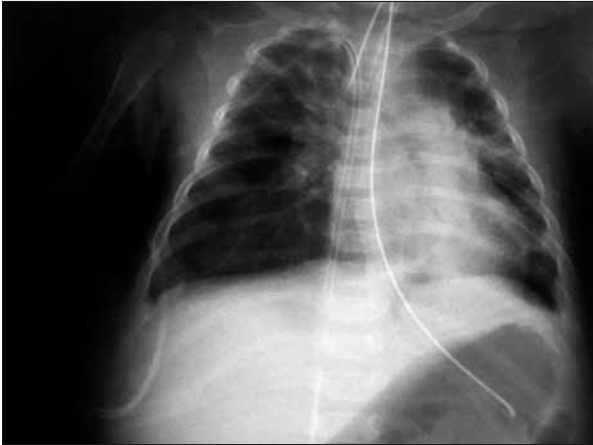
Radiografía de tórax tras evacuación del neumotórax a tensión.
